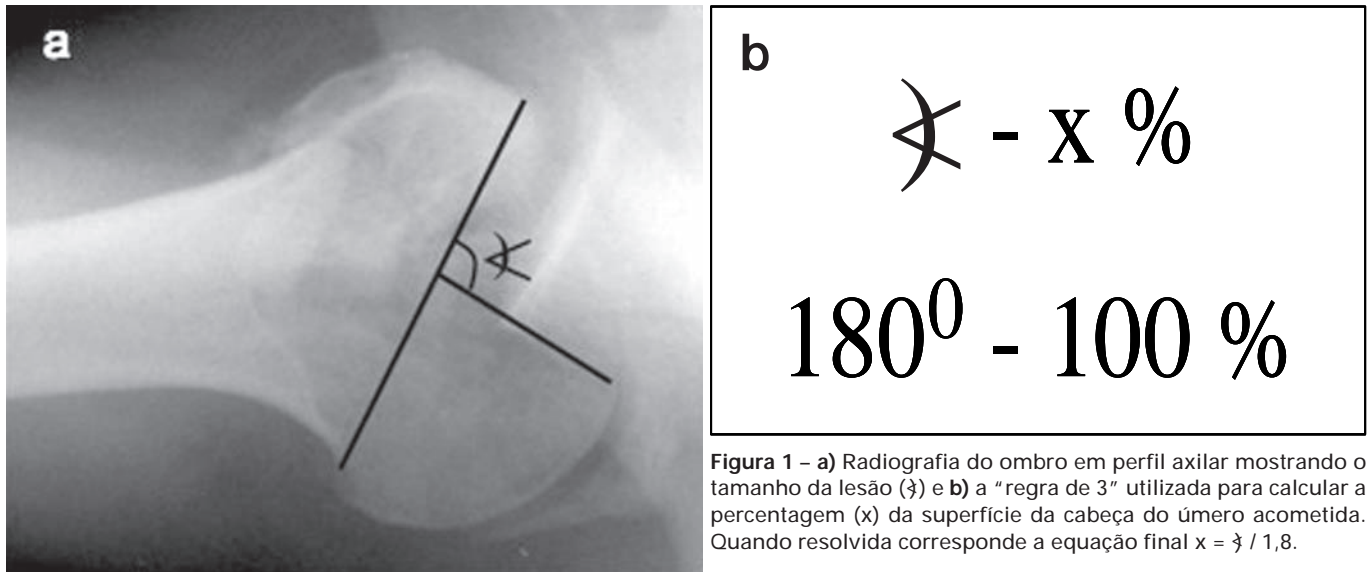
a) Radiografia do ombro em perfil axilar mostrando o tamanho da lesão (ζ) e b) a “regra de 3” utilizada para calcular a percentagem (x) da superfície da cabeça do úmero acometida. Quando resolvida corresponde a equação final $x = \zeta / 1,8$.
